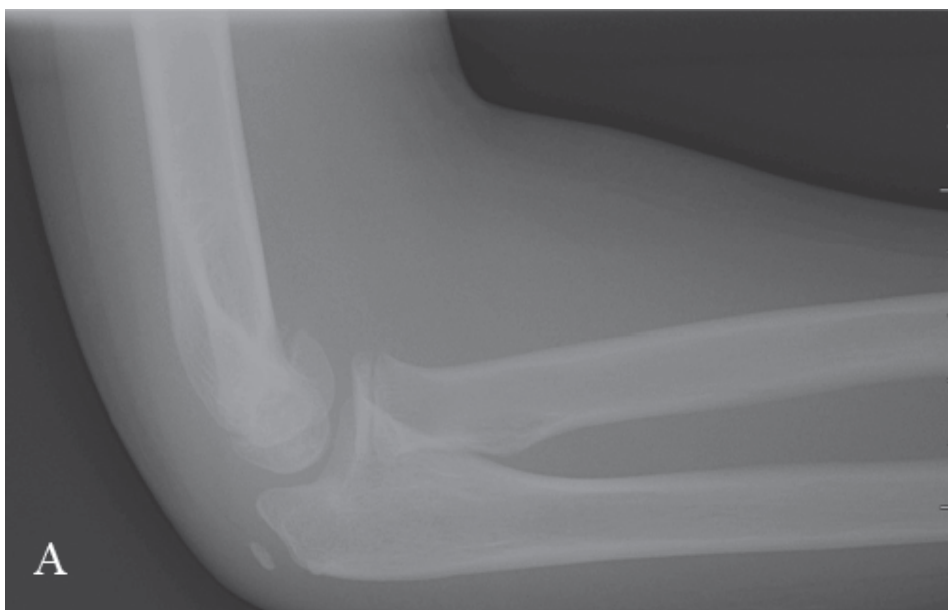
Radiographie de profil montrant le fragment déplacé du capitellum chez un garçon de 9 ans [131].
